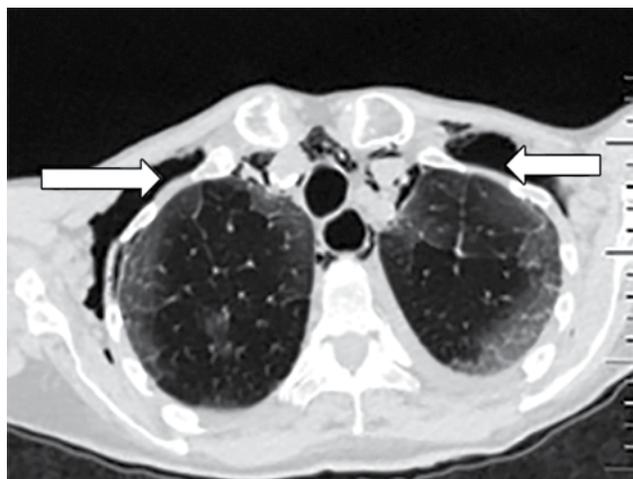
МСКТ органов грудной клетки у больной М., стрелкой обозначены участки подкожной эмфиземы
